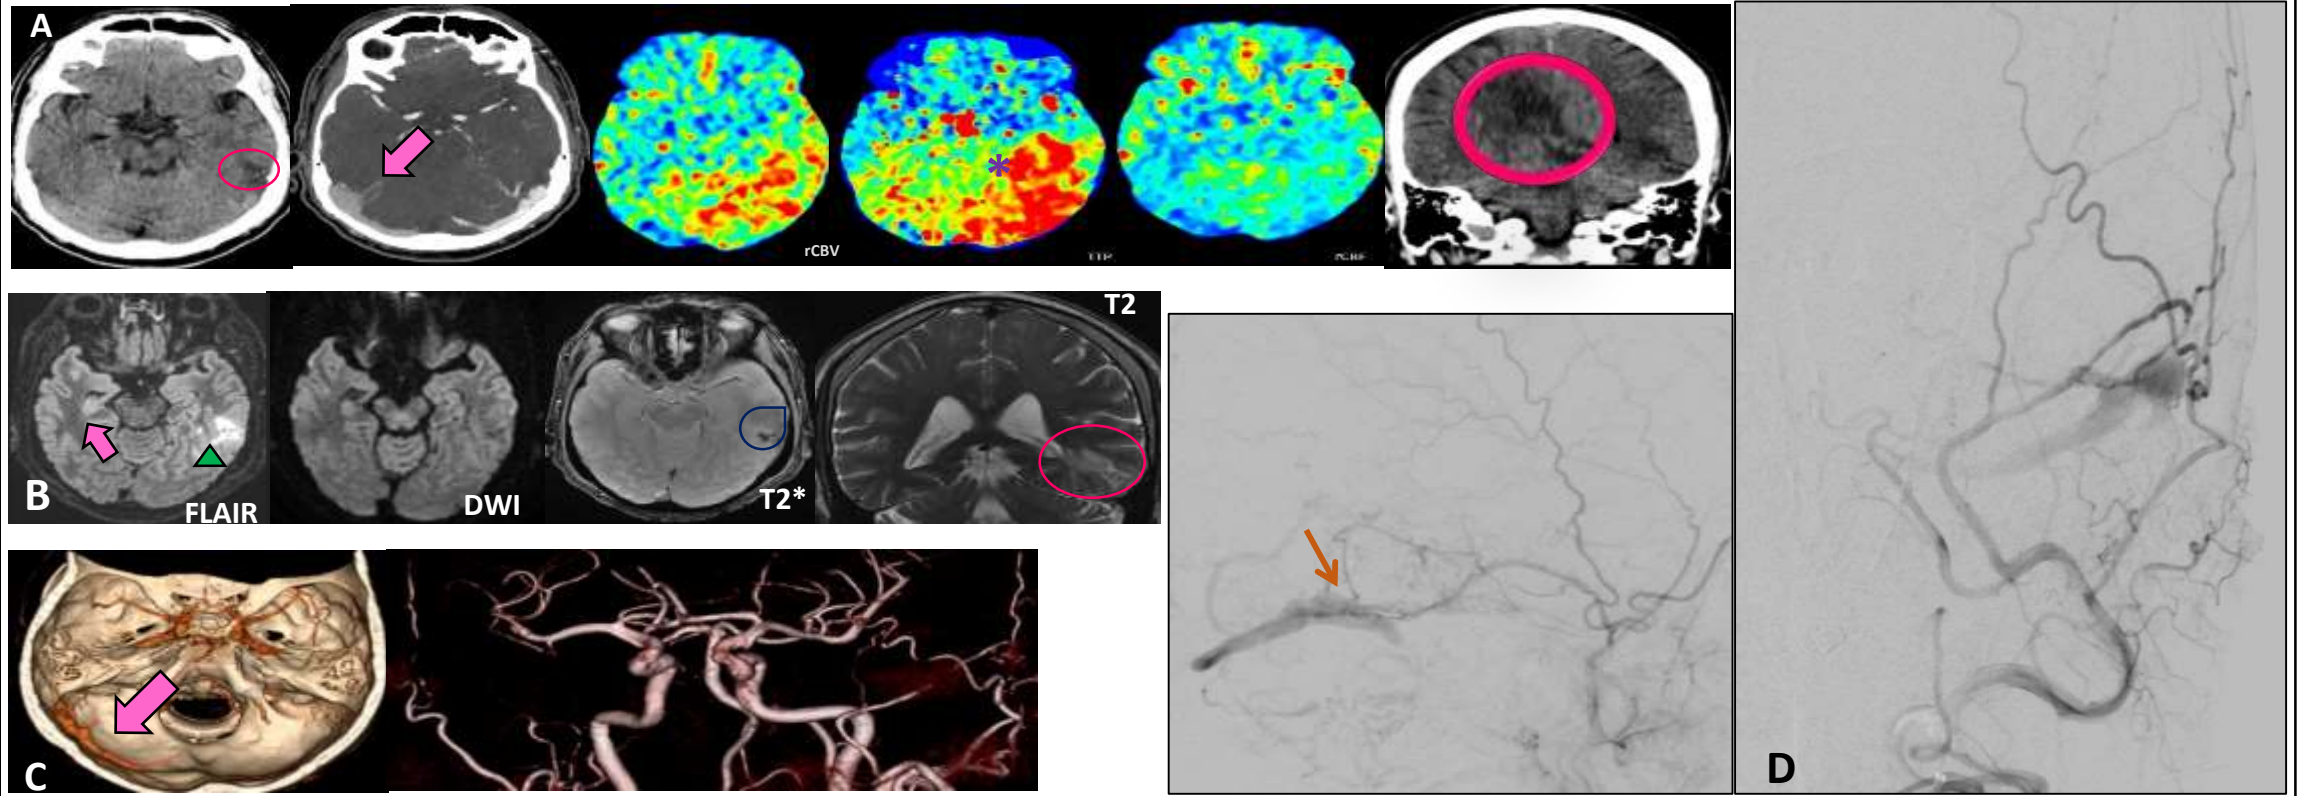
A) TC multimodal para sospecha de ACVA/ictus: Aumento del TTP (tiempo hasta el pico) y del rCBV (volumen sanguíneo cerebral relativo) en el lóbulo temporal izquierdo (*), sin signos de isquemia aguda pero mostrando llenado temprano de los senos venosos en la fase arterial (flechas gruesas). B) RM cerebral: Área de edema temporal izquierdo en FLAIR, sin signos de restricción de la difusión sugestiva de isquemia, e hipointensidad en T2* sugestiva de microhemorragias. C) Reconstrucción volumétrica y MIP del círculo de Willis con llenado temprano del seno venoso (flechas gruesas). D) Arteriografía: FAVD temporal con aferentes principales de la arteria menígea media (flechas finas) y drenaje en una estructura venosa dilatada, no comunicante, sin conexión a los senos venosos.
